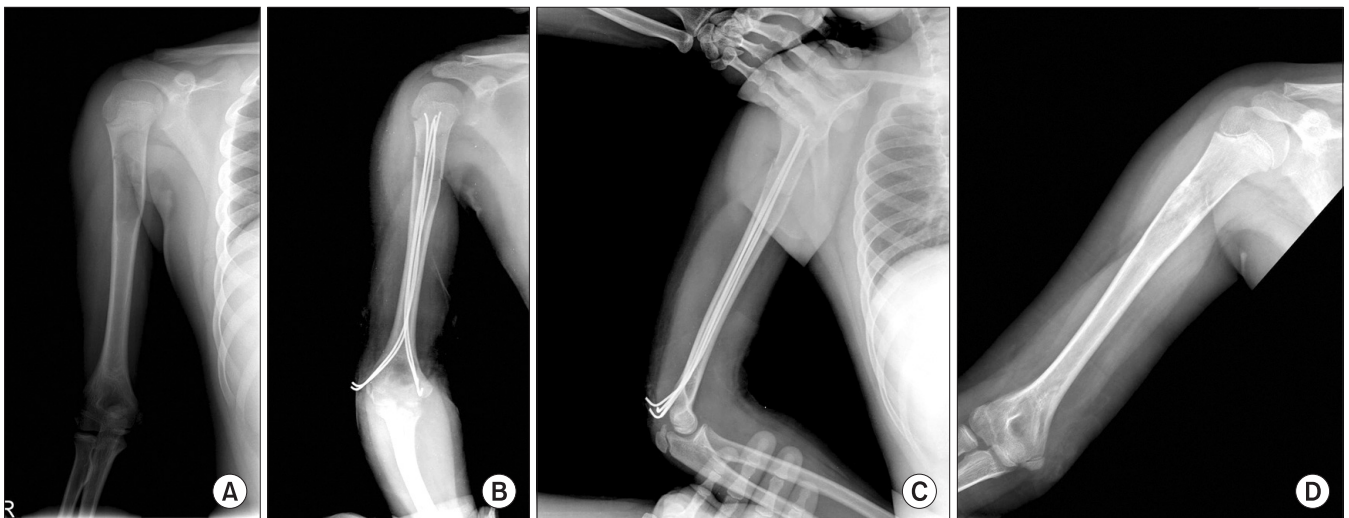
(A) Pre-operative simple radiograph of a 12-year-old boy, who had simple bone cyst involving the metaphysis of proximal humerus, associated with pathologic fracture. (B, C) Post-operative radiographs show the inserted flexible intramedullary nails. (D) Cyst absorption and bone healing was achieved at post-operative 5 months.
